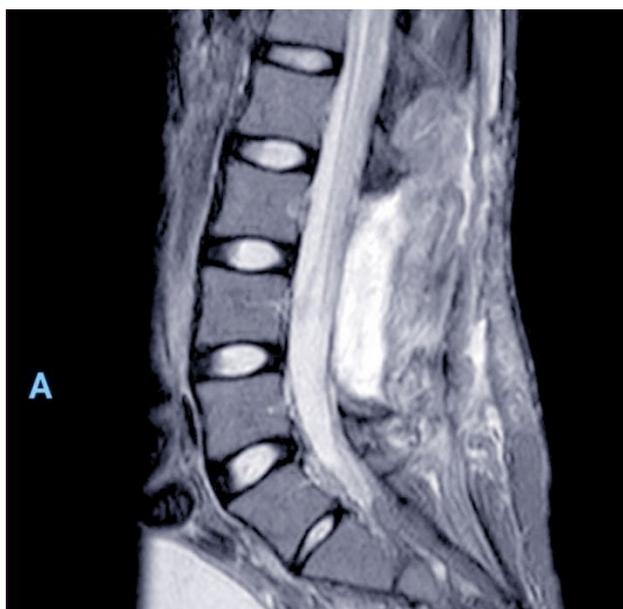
Imagen por resonancia magnética obtenida después de la cirugía
